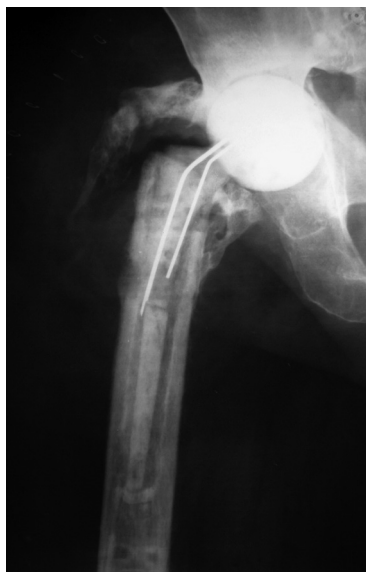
Рентгенограма лівого кульшового суглоба *хв-го П.* через 1,5 року після встановлення цементного спейсера
